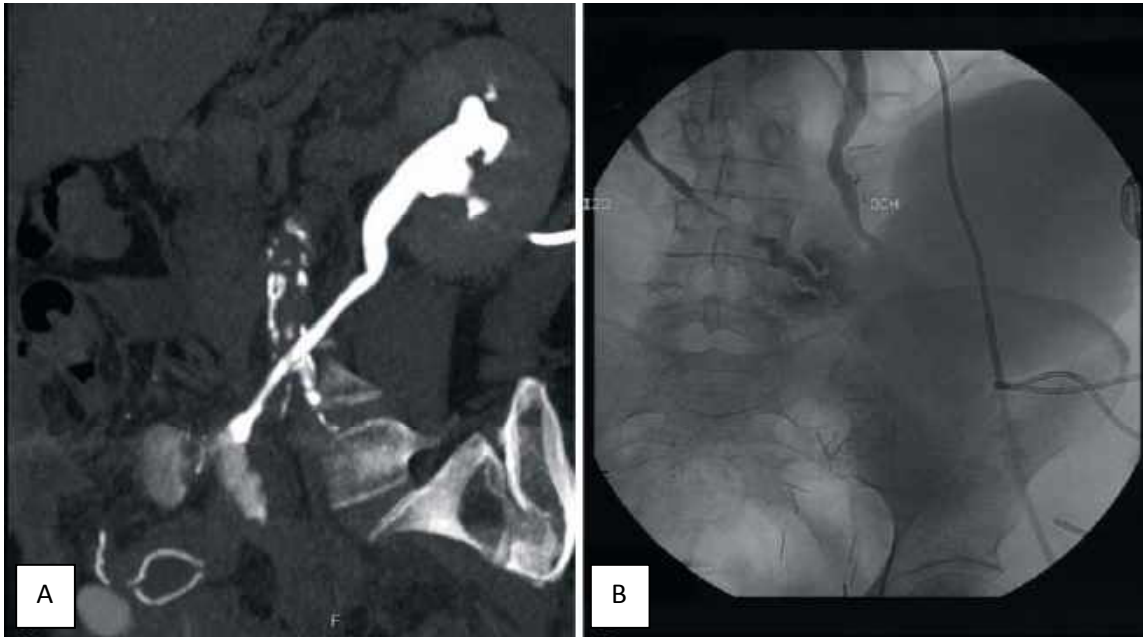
Tomografía computarizada en corte coronal-oblicuo que evidencia extravasación de contraste a nivel del uréter distal izquierdo. 1B. Pielografía anterógrada que muestra la fuga en la anastomosis ureteroileal tras la inyección de contraste por nefrostomía derecha, así como extravasado de contraste a nivel del uréter distal izquierdo.
